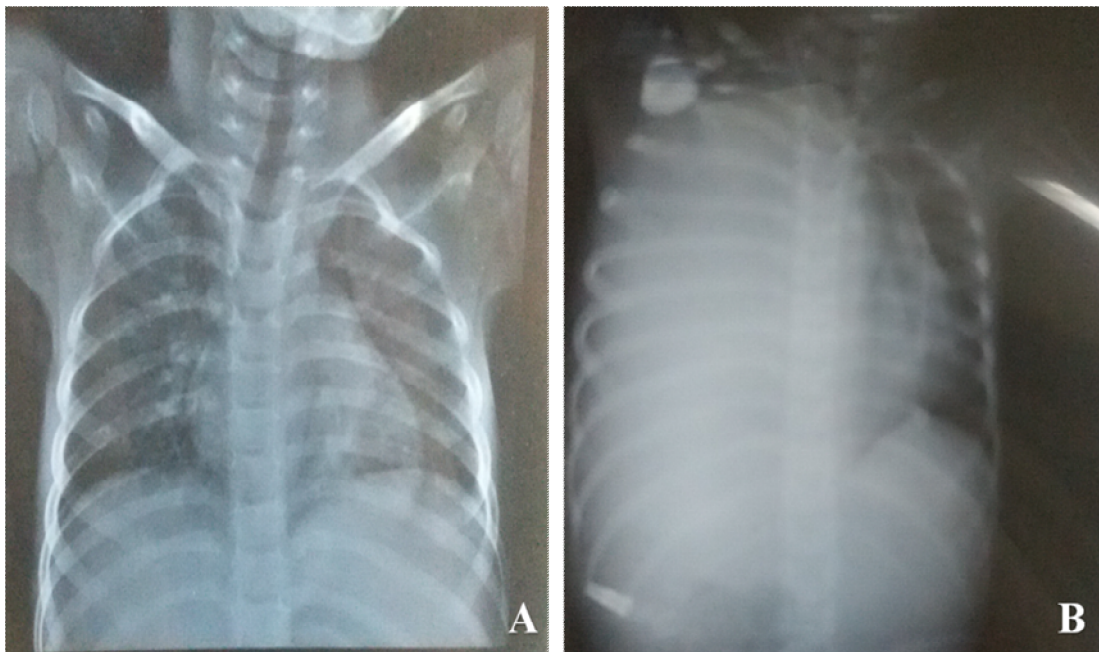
Radiographie du thorax A. A l'admission sans particularités, B. Hémithorax opaque droit. Rechute locale et générale avec métastases pleurales et épanchement d'un Neuroblastome surrénalien gauche chez un enfant de 5 ans, Archives du CHOP.
